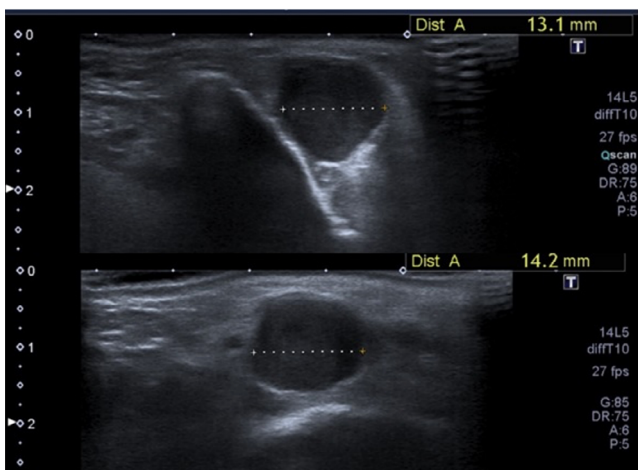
Ecografía de partes blandas.
